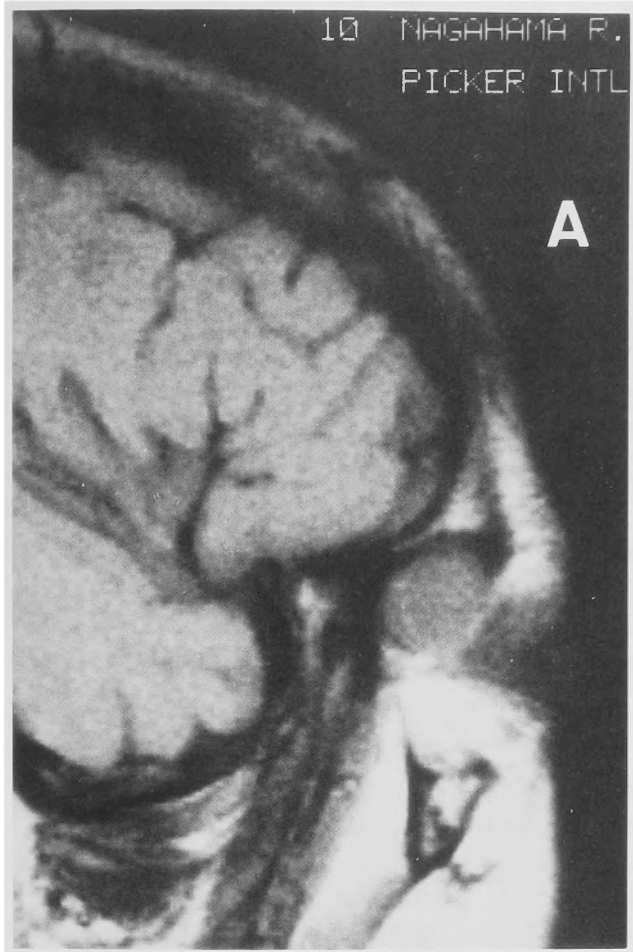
T₁ weighted (TR 600 msec, TE 40 msec,) magnetic resonance imaging, sagittal view, shows an iso-signal intensity mass in the left lateral orbit.
